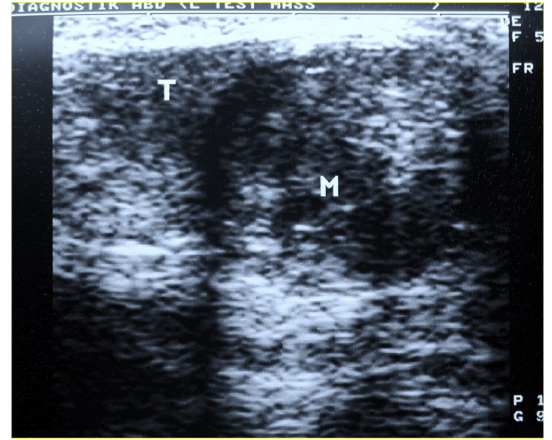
On bir yaşında, sağda yoğun, bilateral mikrolitiazisli olgu. Takiplerde sağdan yapılan biyopsiye belirgin patoloji izlenmedi, solda yeni gelişen minik kitle ise Sertoli hücreli hiperplazi tanısı aldı. (A) Sağda yoğun testiküler mikrolitiazisin US görünümü. (B) Solda intraoperatif US yardımıyla enükleasyonla çıkarılan 7 mm çaplı hipoeoik lezyon. US, ultrasonografi.
